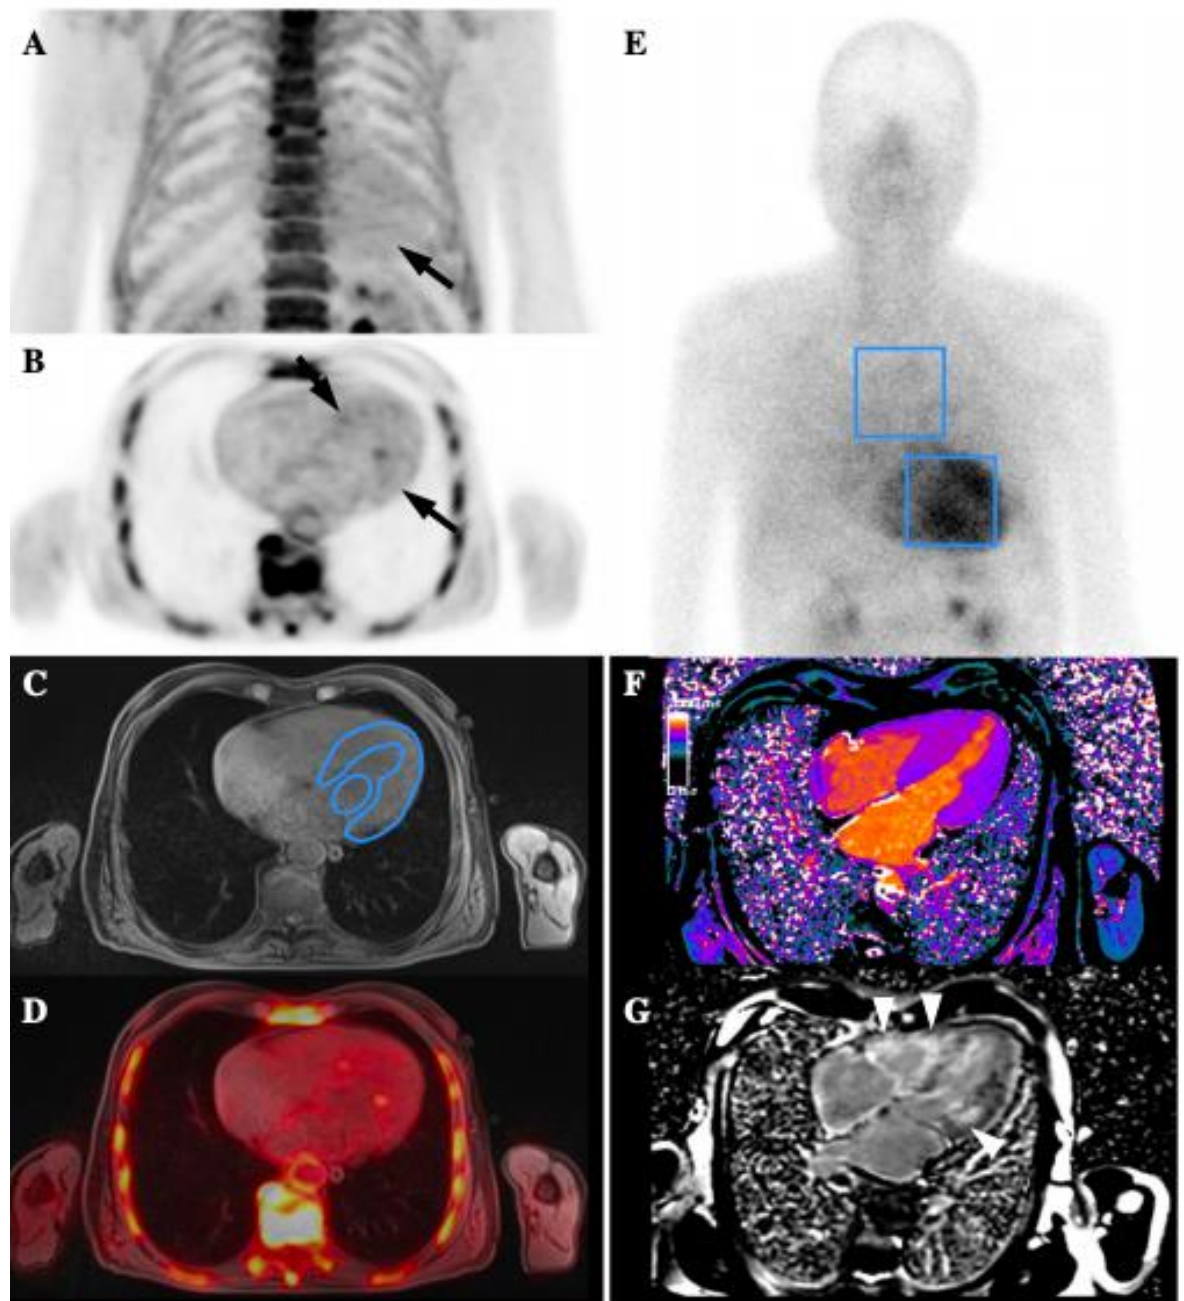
Imagerie cardiaque fusionnant l'imagerie TEP au ^{18}F -Na et l'IRM cardiaque dans l'étude cohorte du Dr Abulizi (5)
